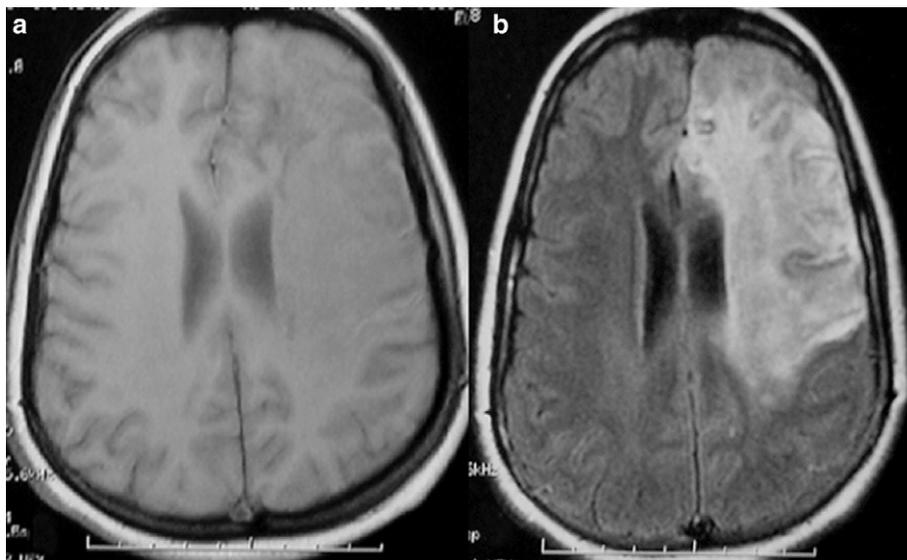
IRM encéphalique, coupes axiales, en séquence pondérée T1 (a) et T2 Flair (b) confirmant l'AVCI gauche hypo-intense en T1 et hyperintense en T2 Flair effaçant les sillons corticaux et exerçant un léger effet de masse sur la ligne médiane.
